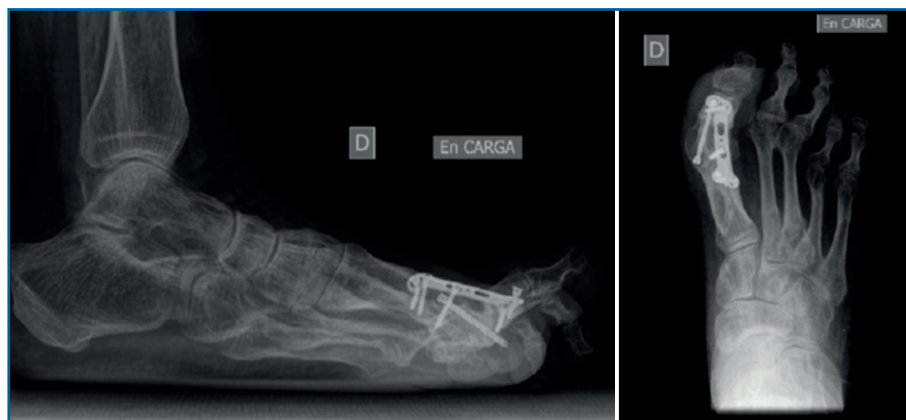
Radiografías preoperatorias (lateral y anteroposterior) de una artrodesis con consolidación viciada de la primera articulación metatarsofalángica (caso 2). El dedo gordo presenta deformidad en valgo y en extenso.
